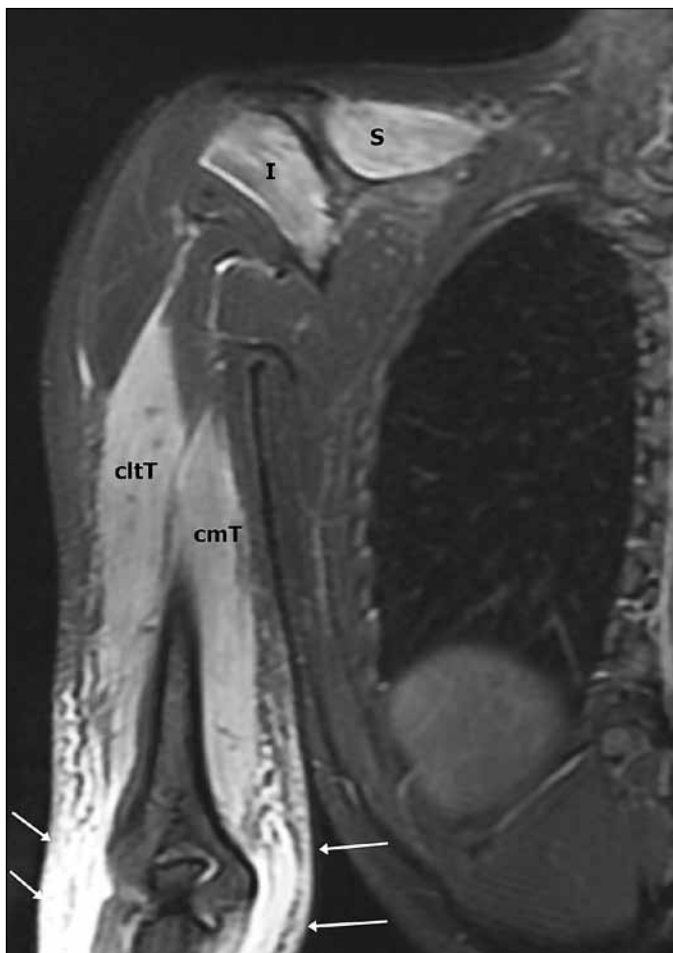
Resonancia magnética, corte coronal del hombro y el brazo derechos en ponderación densidad protónica (DP) con supresión grasa (3000/39.2). Compromiso denervatorio de los músculos supraespinoso (S) e infraespinoso (I) por afectación del nervio supraescapular y de las cabezas medial (cmT) y lateral (clT) del tríceps por compromiso del nervio radial. Las flechas indican edema y tumefacción en el tejido celular subcutáneo del brazo distal y el codo.
